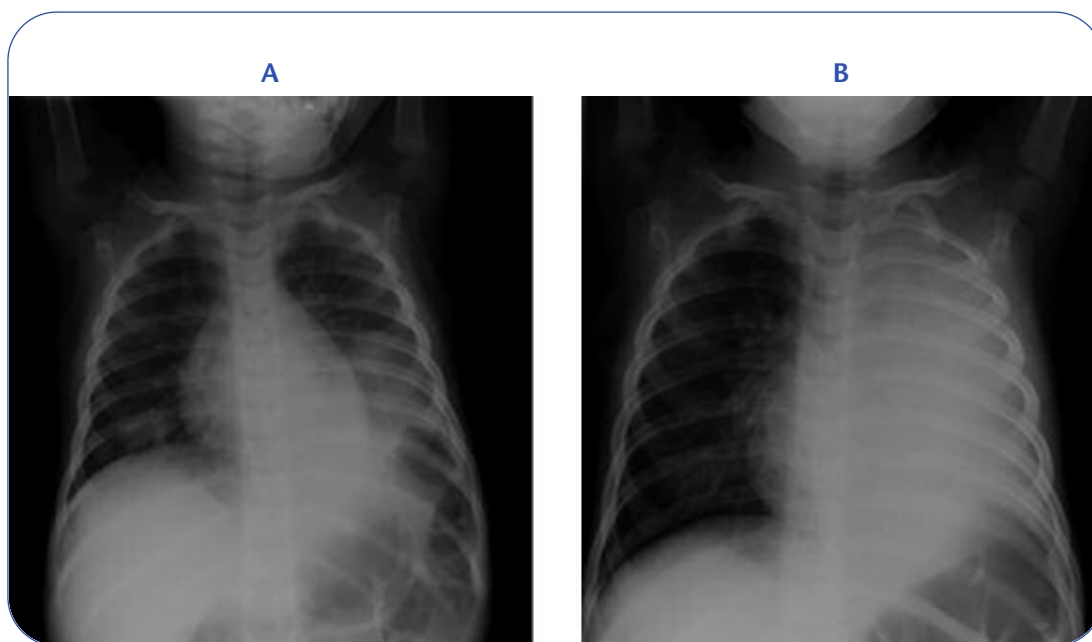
Radiografia standard del torace ottenuta in un bambino di un anno e mezzo con diagnosi di polmonite necrotizzante: (A) all'ingresso, il quadro radiologico evidenzia la presenza di un addensamento alla base del polmone di sinistra e un'area d'addensamento più piccola a destra; (B) dopo otto giorni di ricovero, il polmone di sinistra appare completamente opacato, con disegno ilare accentuato a destra.
